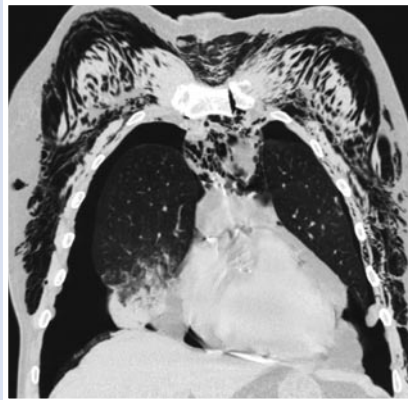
СКТ. Двусторонний пневмоторакс, ушиб легких, пневмомедиастинум, эмфизема мягких тканей груди.
